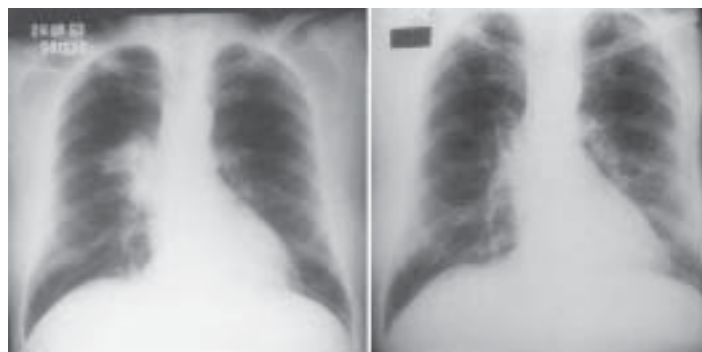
Homem de 36 anos, não fumante. À esquerda, a radiografia de tórax mostra condensação no hilo direito que sugere neoplasia maligna. Após tratamento com amoxicilina-clavulanato, nova radiografia (à direita) evidencia regressão completa da lesão. Diagnóstico: pneumonia bacteriana.
